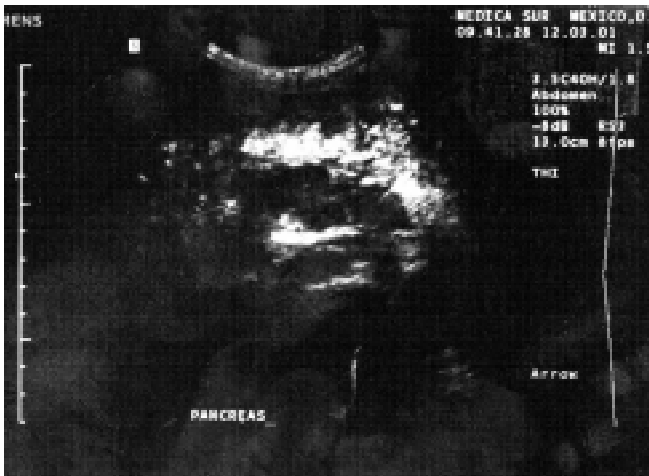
Corte longitudinal con ultrasonido del hilio hepático que muestra endoprótesis biliar (derecha) en buena posición, así como material ecogénico intraportal en relación a trombosis (izquierda).
